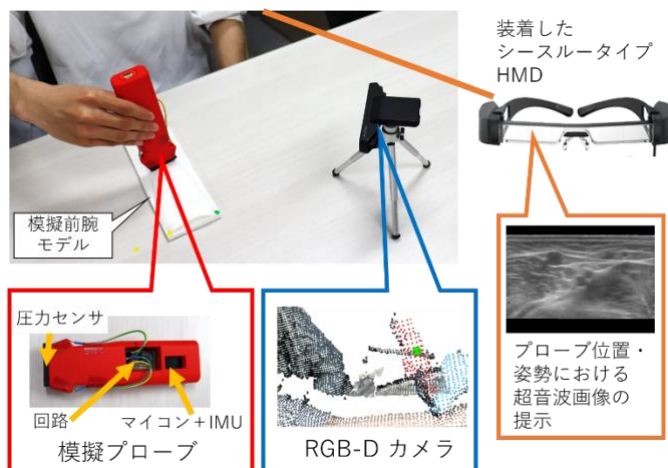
卓上超音波画像提示シミュレータの構成
